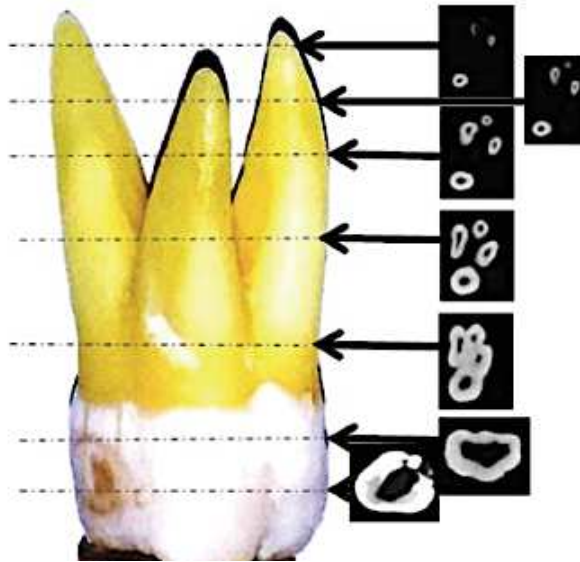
Série d'images provenant d'un CBCT d'une première molaire maxillaire représentant l'anatomie interne et les variations anatomique dans différents niveaux canalaires (ALRAHABI, 2015)
